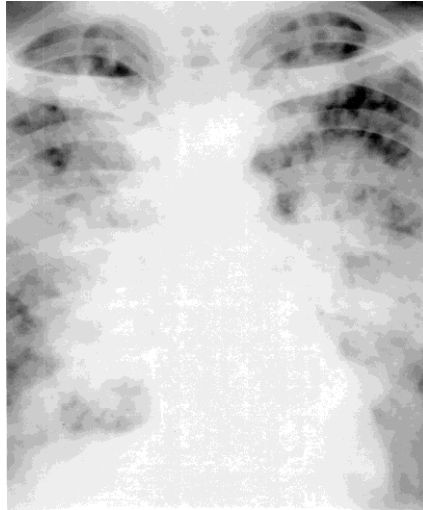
RADIOGRAFIE PULMONARĂ INCIDENȚĂ POSTERO-ANTERIOARĂ: MULTIPLE OPACITĂȚI MICRONODULARE DE TIP ALVEOLAR, CONFLUENTE HILAR ȘI PERIHILAR, BILATERALE ȘI DISEMINATE APICAL ȘI LA BAZE
